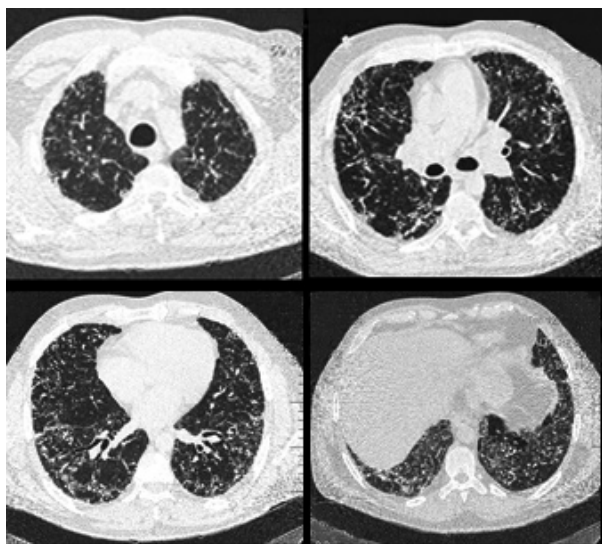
Tomografía de alta resolución de tórax, 2007: engrosamiento difuso del intersticio centrolobulillar y pleuro-septal, con múltiples micronódulos de predominio basal
